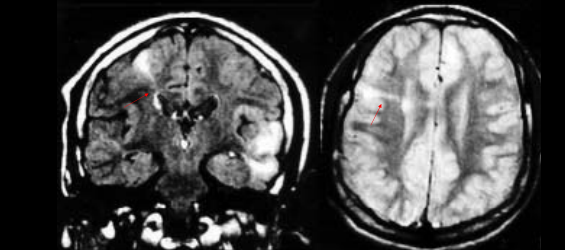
IRM cérébrale coupes frontale FLAIR et axiale T2. ANOMALIE DE LA SUBSTANCE BLANCHE. Tuber cortical frontal droit et hypersignal se continuant avec un hypersignal de la substance blanche. Présence d'autres tubers temporaux controlatéraux
